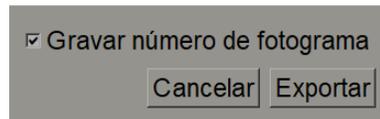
Caixa de diálogo Export Ultrasound MultiFrame (Exportar ultrassom de múltiplos fotogramas)
